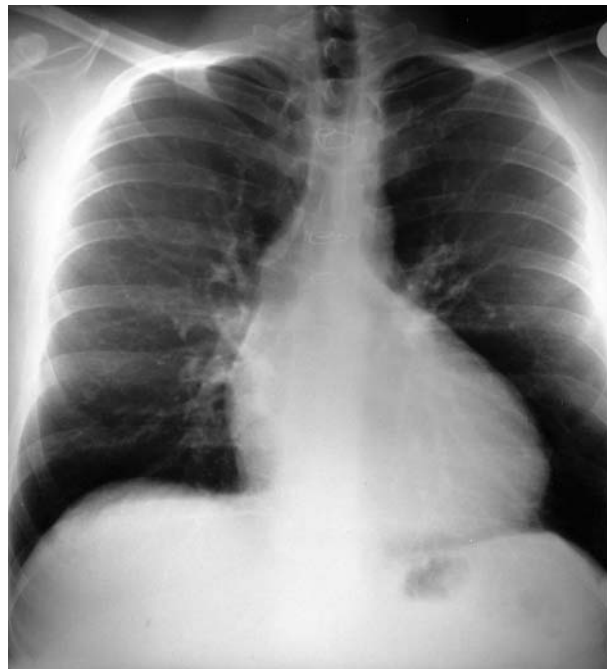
Röntgen-Thorax-Aufnahme, präoperativ
